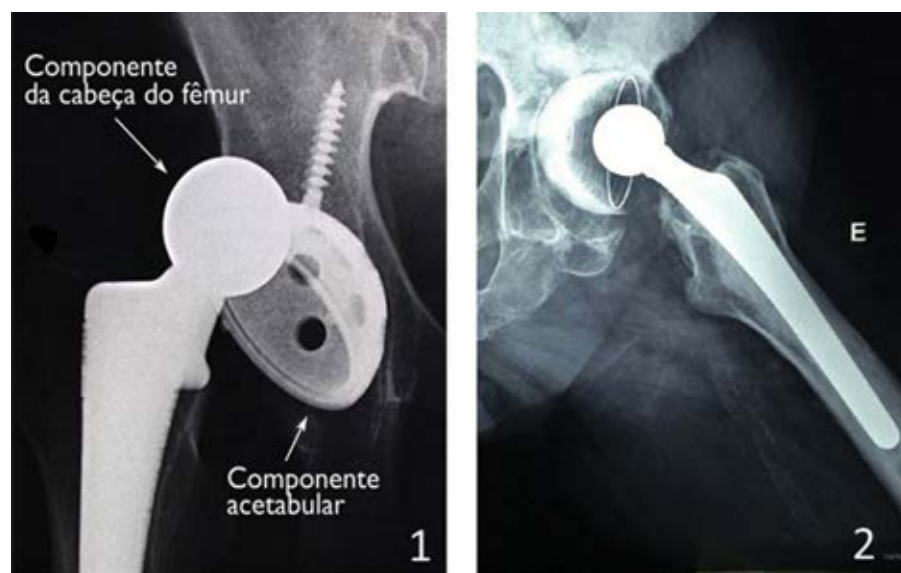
Radiografia evidenciando duas das principais complicações em artroplastia total do quadril. 1: luxação; 2: soltura (osteólise).
